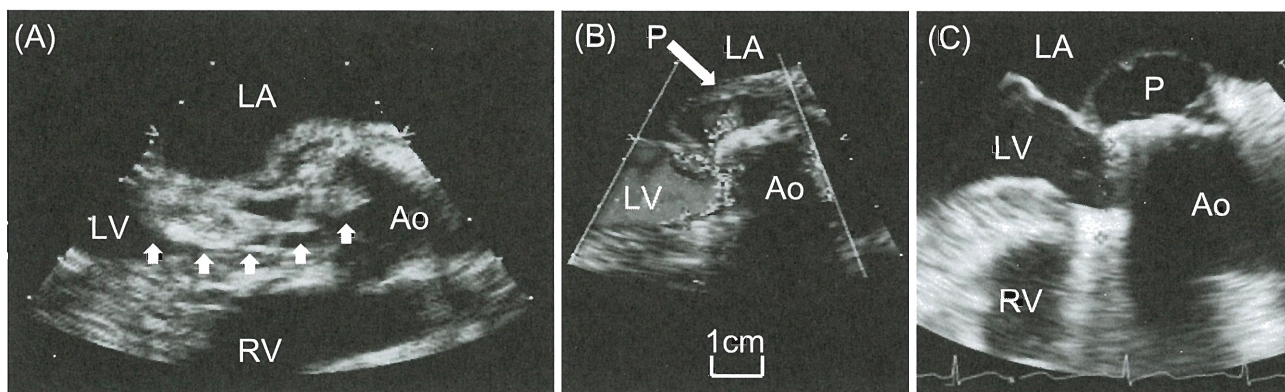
Findings of transesophageal echocardiography
